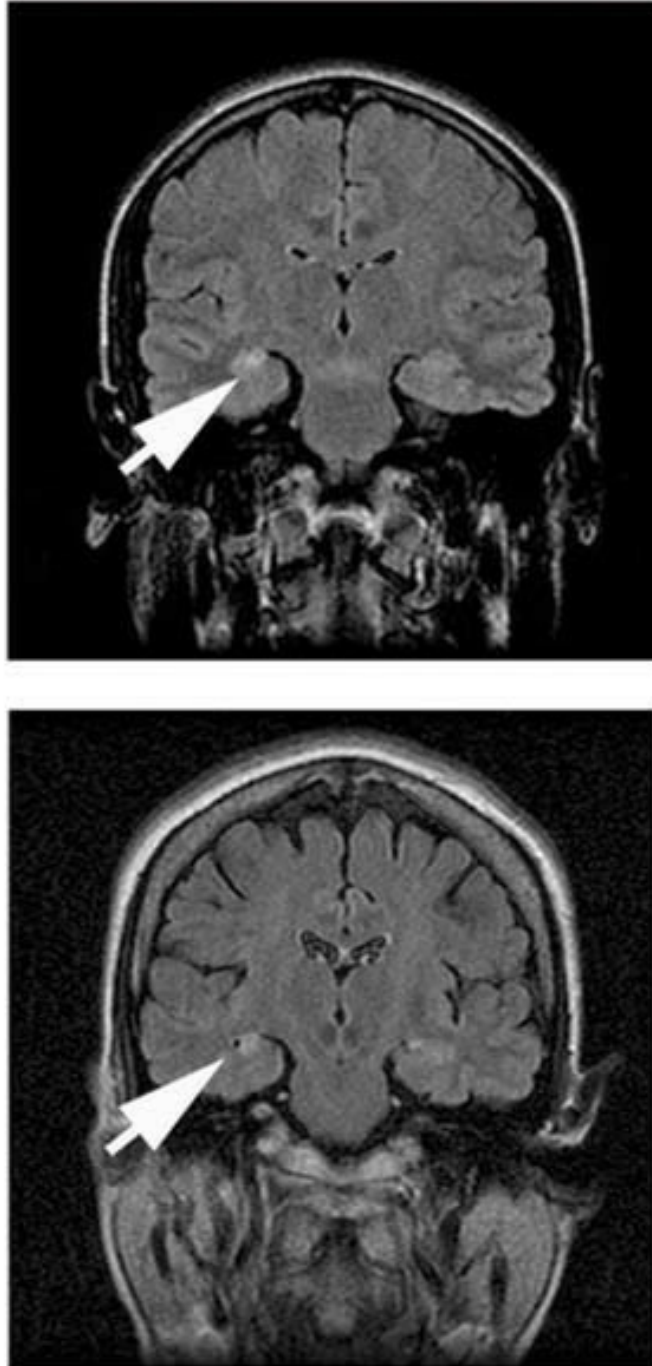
Resonancia magnética de un paciente con esclerosis temporal mesial. Imágenes con secuencia FLAIR que muestran cambios en la señal en la región temporal mesial derecha (*flechas*).
